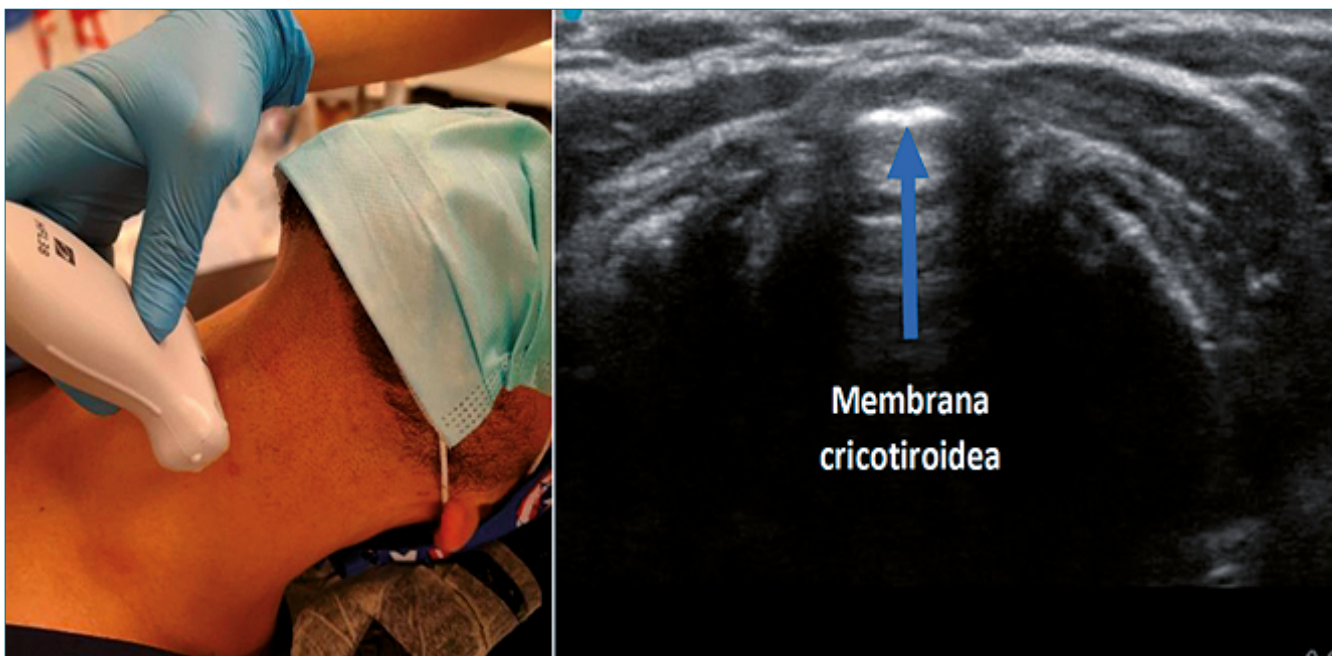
Ubicación de membrana cricotiroidea con ultrasonido.
